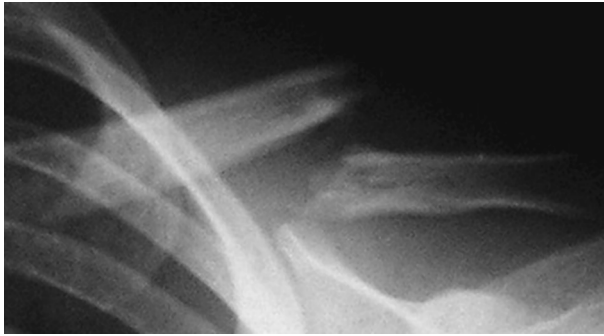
Больной Д., 10 лет. Рентгенограмма поврежденной ключицы при первичном поступлении — перелом ключицы в средней трети со смещением отломков
